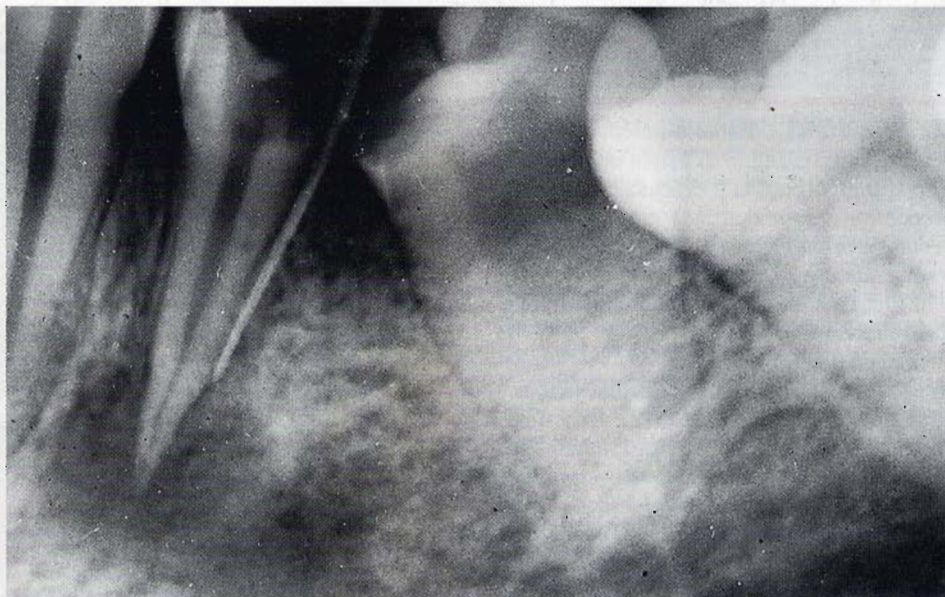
Radiografia periapicale dello stesso caso: la gutta-perca termina in un'area di trasparenza che circonda l'apice radicolare del dente.
